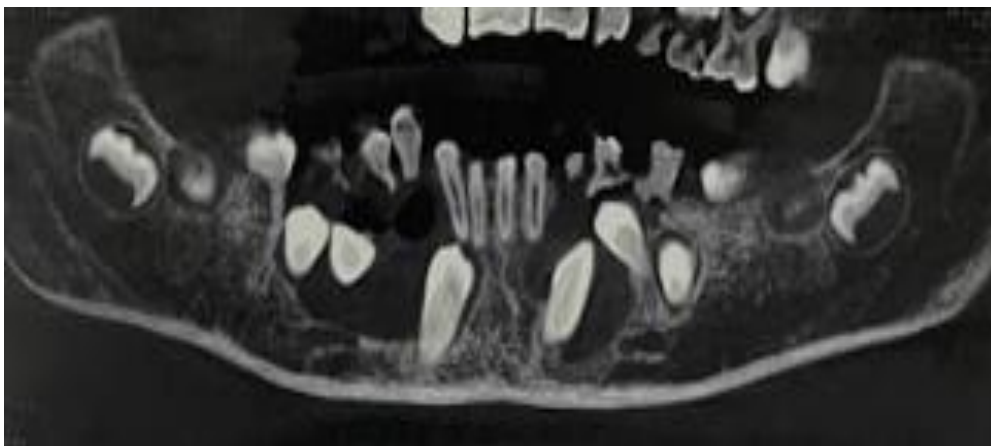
Coupe panoramique réalisée sur Cone Beam (CBCT)
